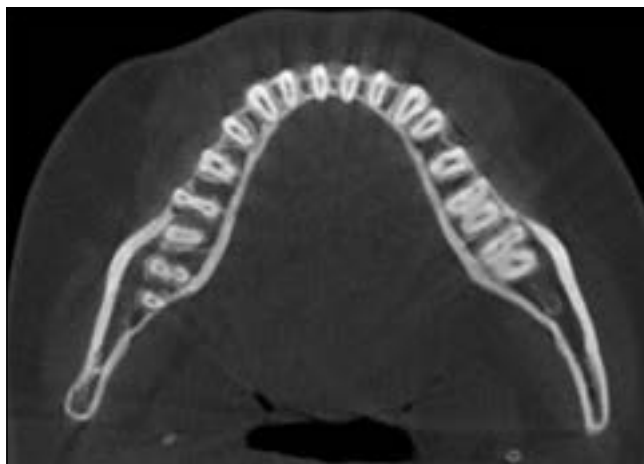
Конусно-лучевая компьютерная томография челюсти пациента с тонким биотипом. Аксиальный срез на ½ длины корней зубов.
